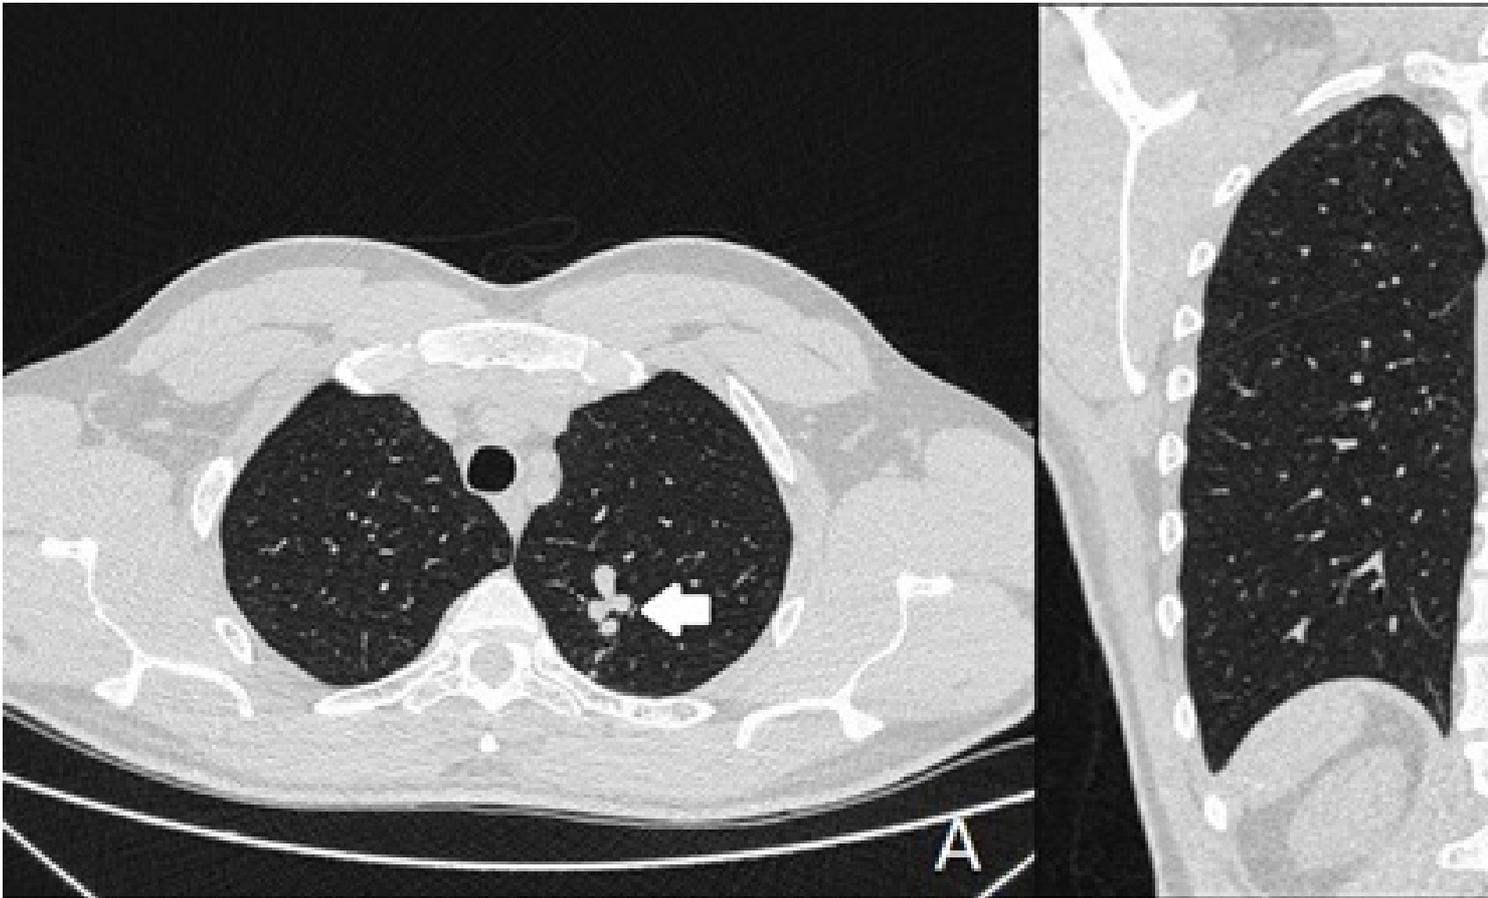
Tomografia computadorizada de tórax, visão axial (A) e visão coronal (B) exibindo lesões hiperdensas serpiginosas, com aparente impressão de comunicação vascular, nos lobos superior e inferior esquerdo.
